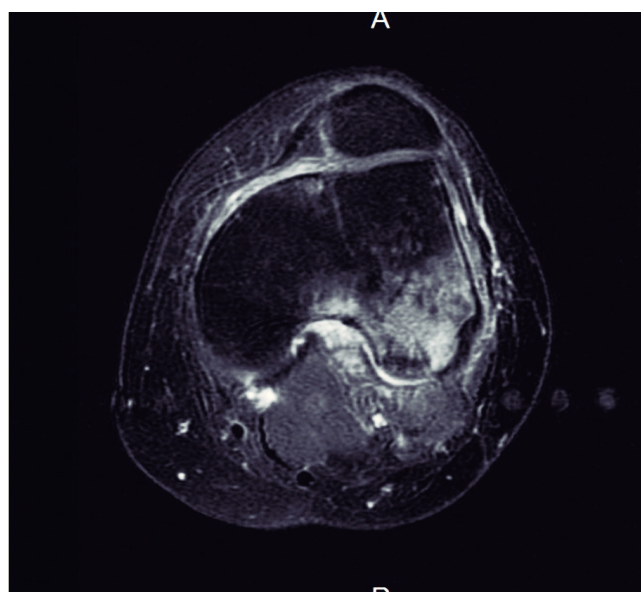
Resonancia magnética del 17 de junio de 2014. En esta secuencia axial T2 con supresión de grasa se ve cómo el edema alcanza la escotadura intercondílea y las partes blandas adyacentes.
